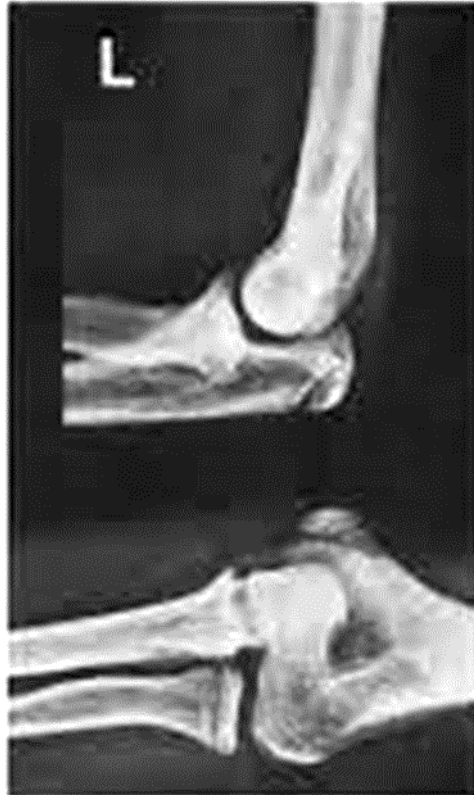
Radiographie du coude gauche à l'âge de 17 ans. Luxation de la tête radiale (49)
